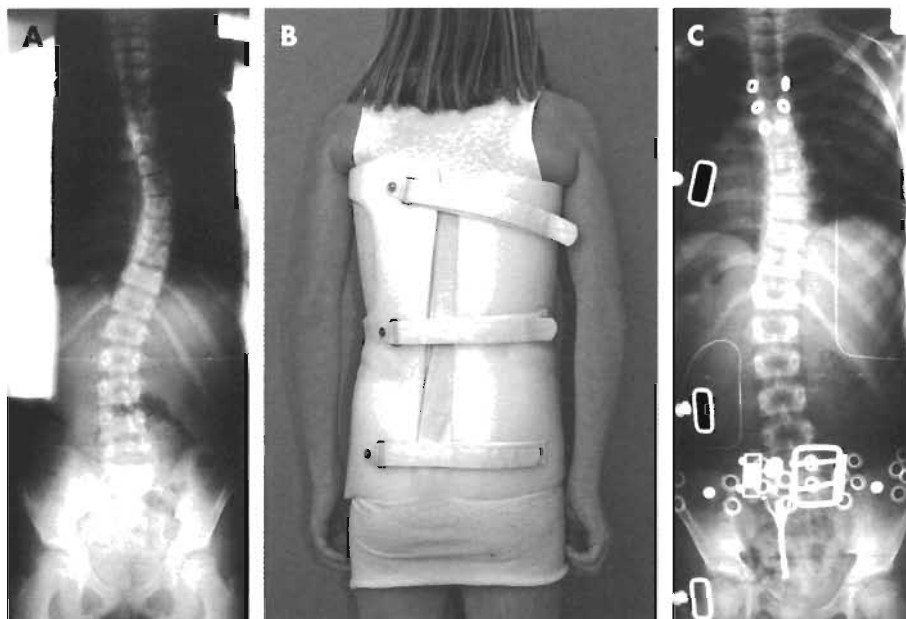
A. Radiografía AP de un paciente antes de colocarle un corsé de Boston. B. Fotografía de un enfermo con el corsé de Boston ya puesto. C. Radiografía AP de un paciente con corsé de Boston, en la que se observa una buena corrección de la curva torácica principal.
